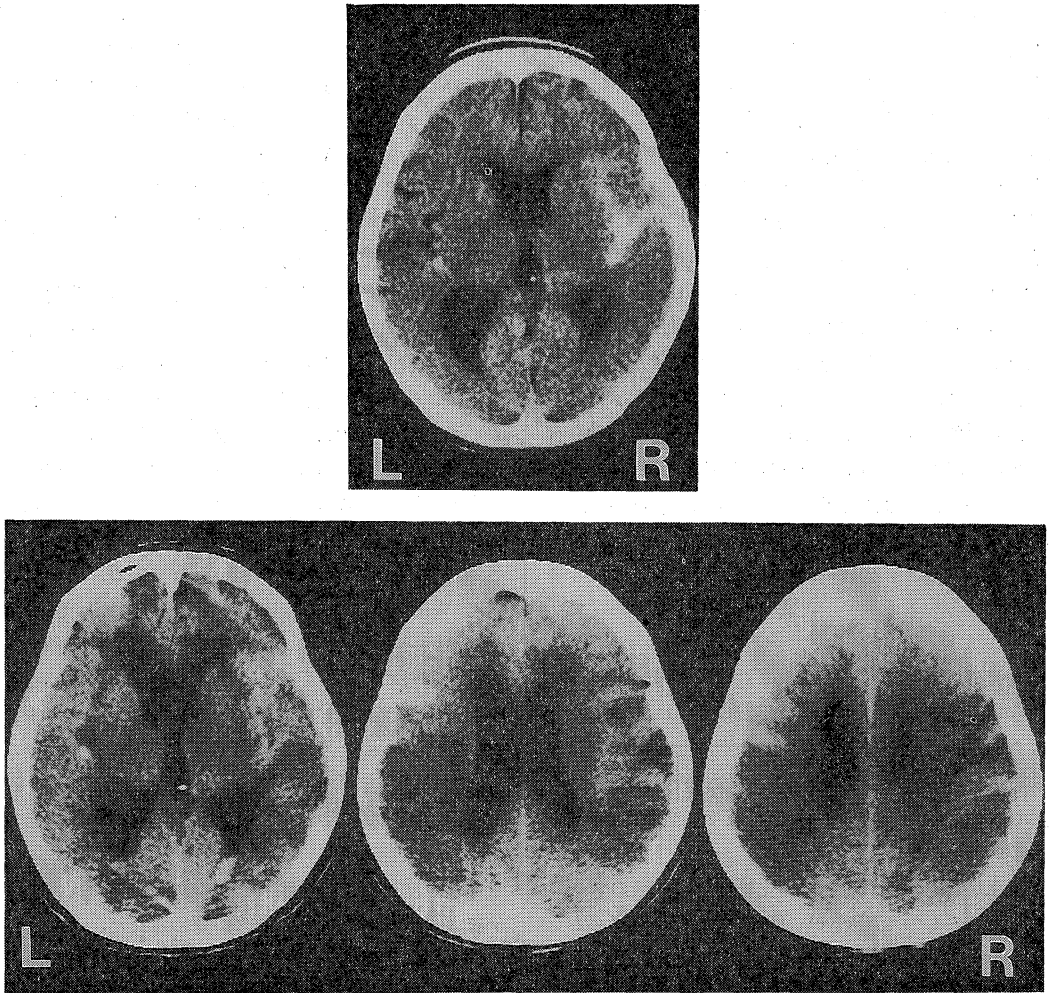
Typical CT of subarachnoid hemorrhage.
